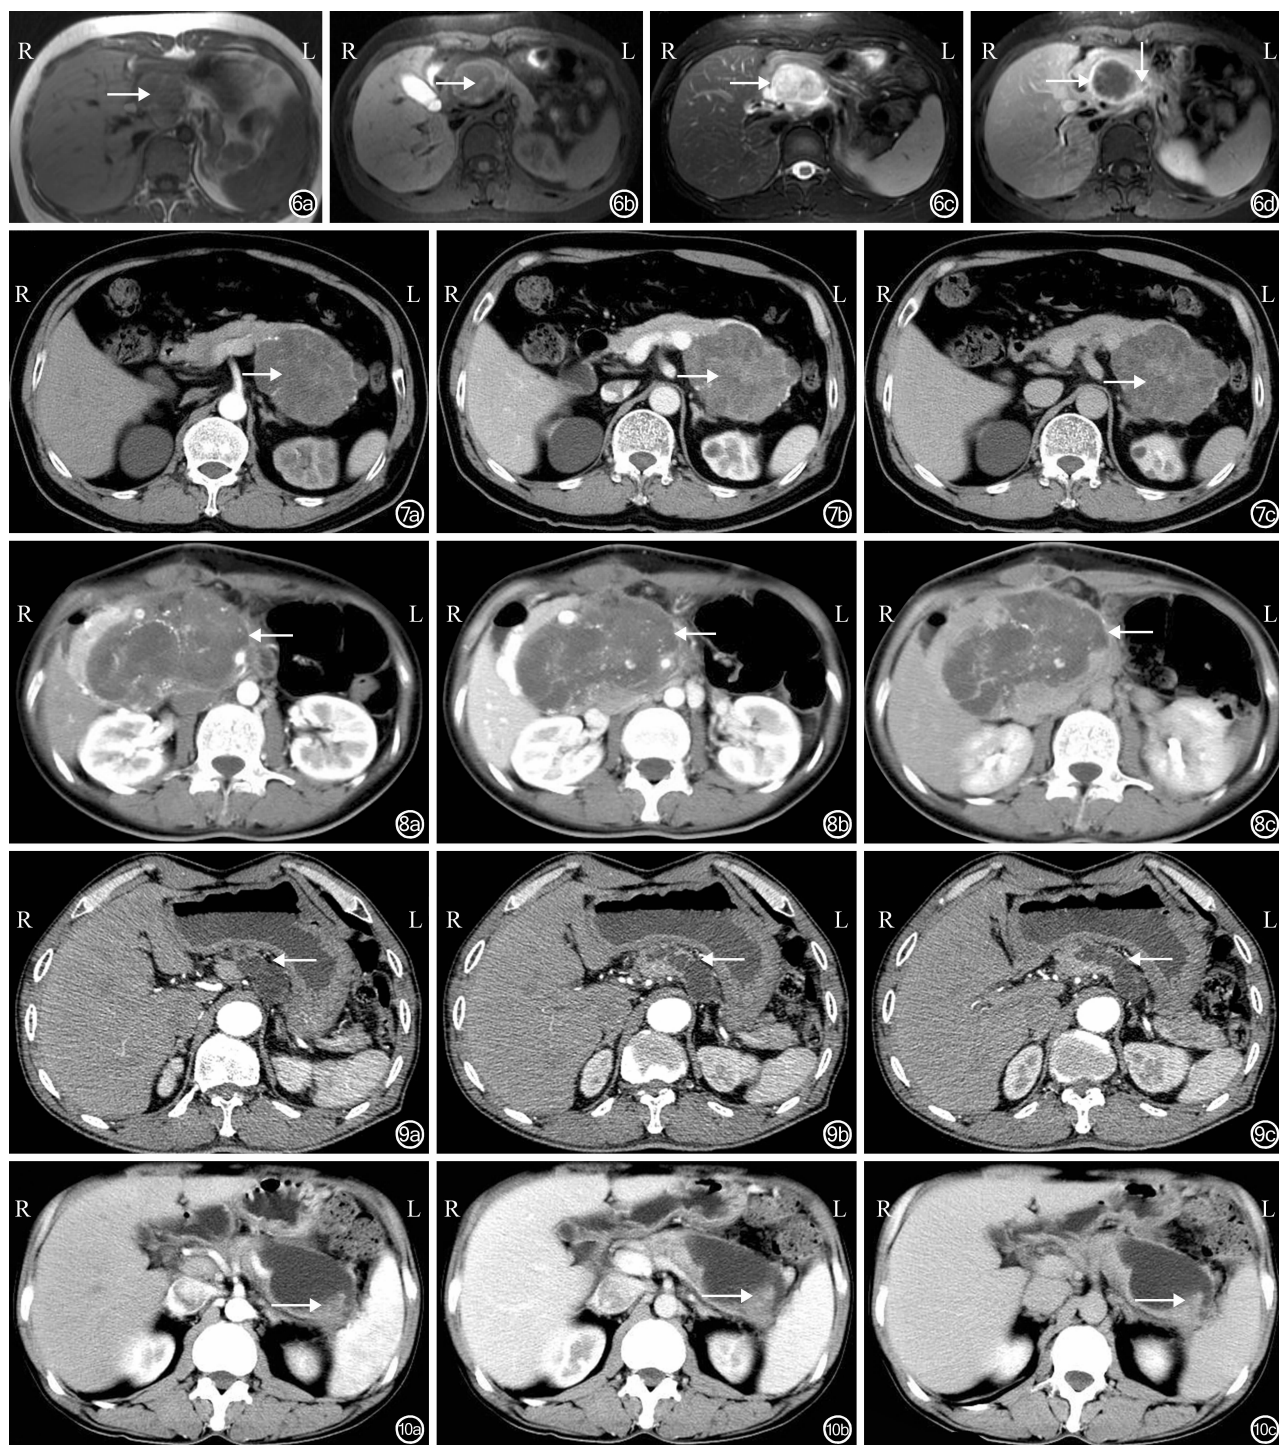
胰腺黏液性乳头状囊腺癌 MRI 检查结果 6a:混杂长 T₁WI 囊样信号(→),边界尚清; 6b:T₁ 压脂信号,其内可见乳头状的稍高信号影(→); 6c:T₂WI 高信号(→); 6d:增强表现为环形强化(→)及乳头样结构(↓)的强化
